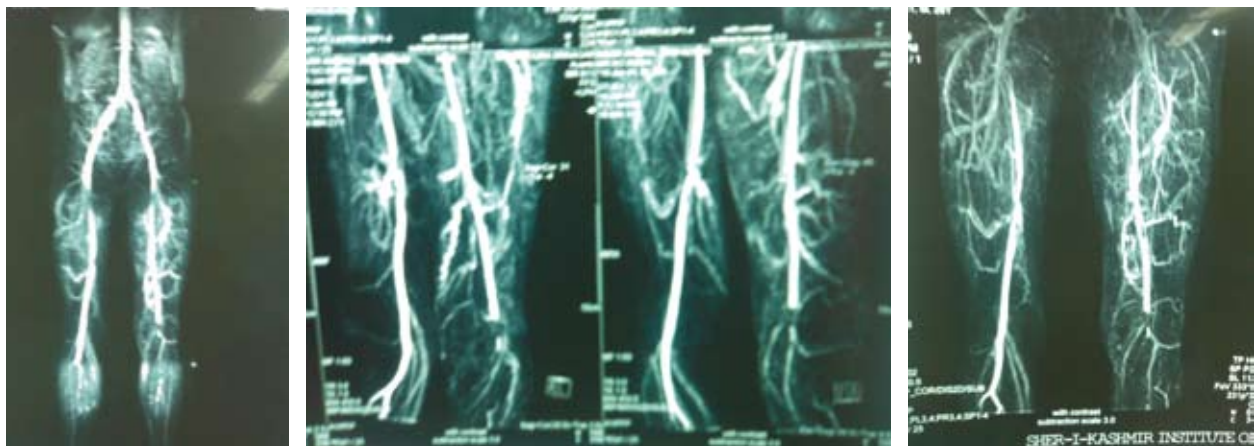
Magnetic resonance Angiography showed multifocal bilateral arterial disease
